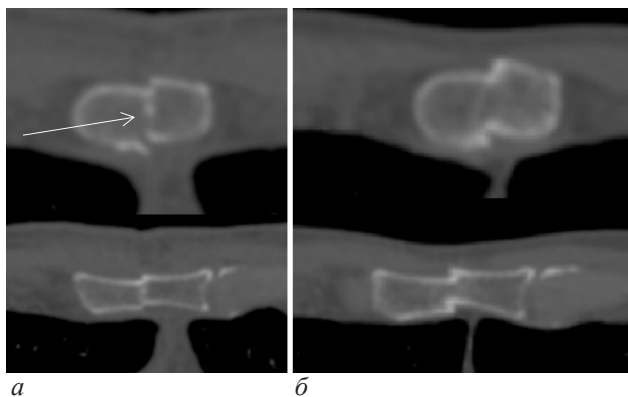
Изображения компьютерной томографии пациента 1-й группы: а – изображение в раннем послеоперационном периоде (12-е сутки), стрелкой указана гиперденсная полоса; б – изображение в среднесрочном периоде (12 месяцев), сохраняется переднезаднее смещение грудины при полной репарации костной ткани
